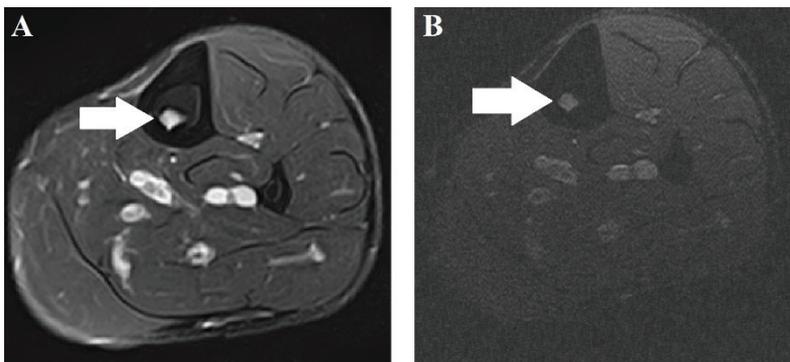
Ressonância magnética da perna esquerda no corte axial na sequência T2 FAT SAT sem contraste em A e T1 FAT SAT com contraste em B demonstrando variz intra-óssea na tíbia (seta branca) com realce pelo contraste.
